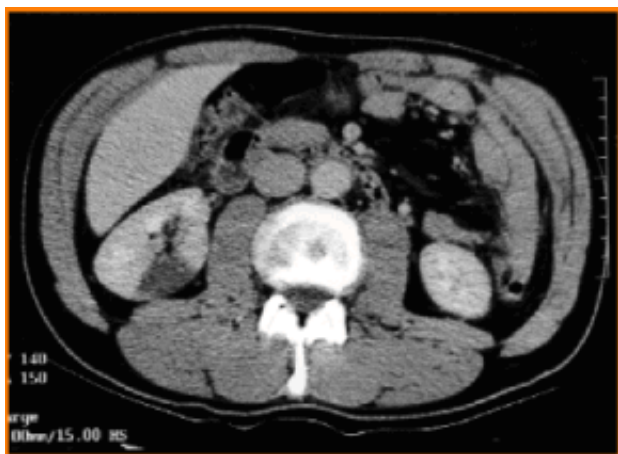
CT-scan abdominal injecté.
